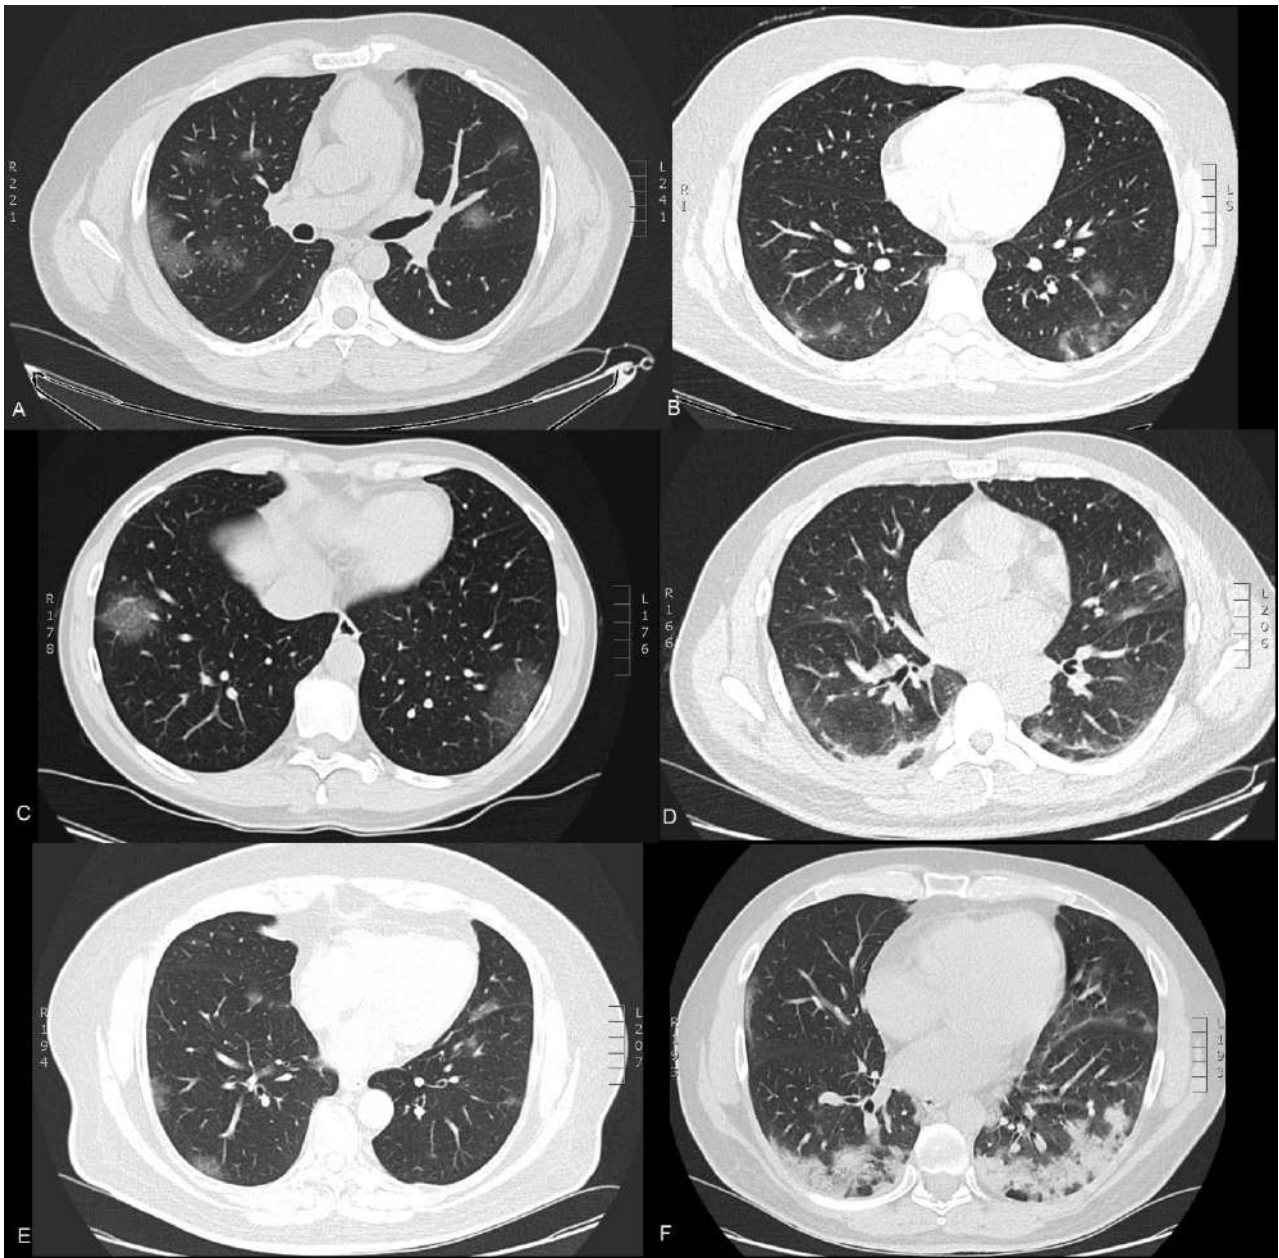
Imágenes seleccionadas de 6 pacientes con RT-PCR negativo para COVID-19 y tomografía altamente sugestiva de neumonía por COVID-19. Todos los casos muestran opacidades en vidrio deslustrado ovaladas a predominio subpleural. B, D y F muestran mayor tendencia a la consolidación en especial en el pulmón dependiente. D y F muestran zonas de pulmón preservado rodeado de pulmón colapsado en relación al signo del atolón.
